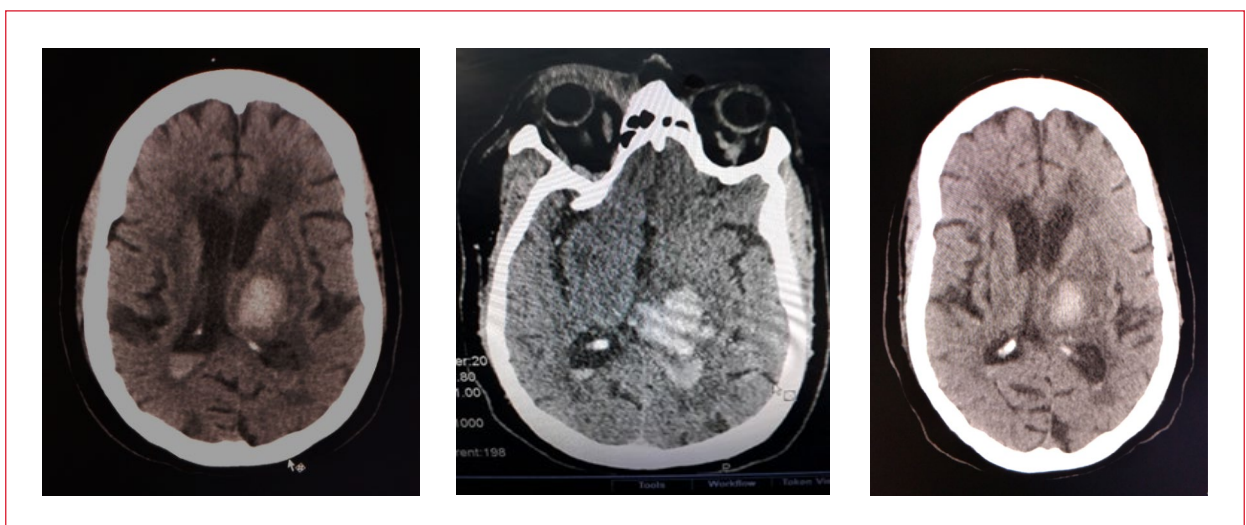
Tomografía computarizada de cráneo. Hemorragia intraparenquimatosa talámica izquierda abierta al sistema ventricular.
